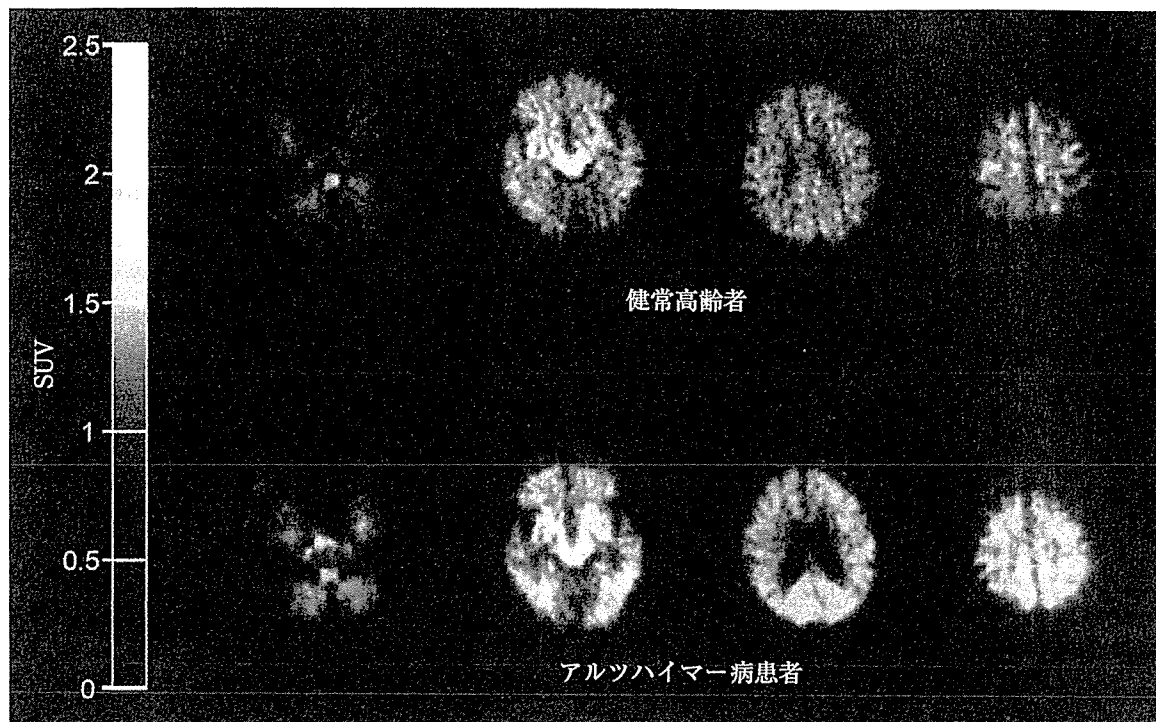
健常高齢者およびアルツハイマー病患者における $[^{11}\text{C}]\text{BF-227}$  PET画像
